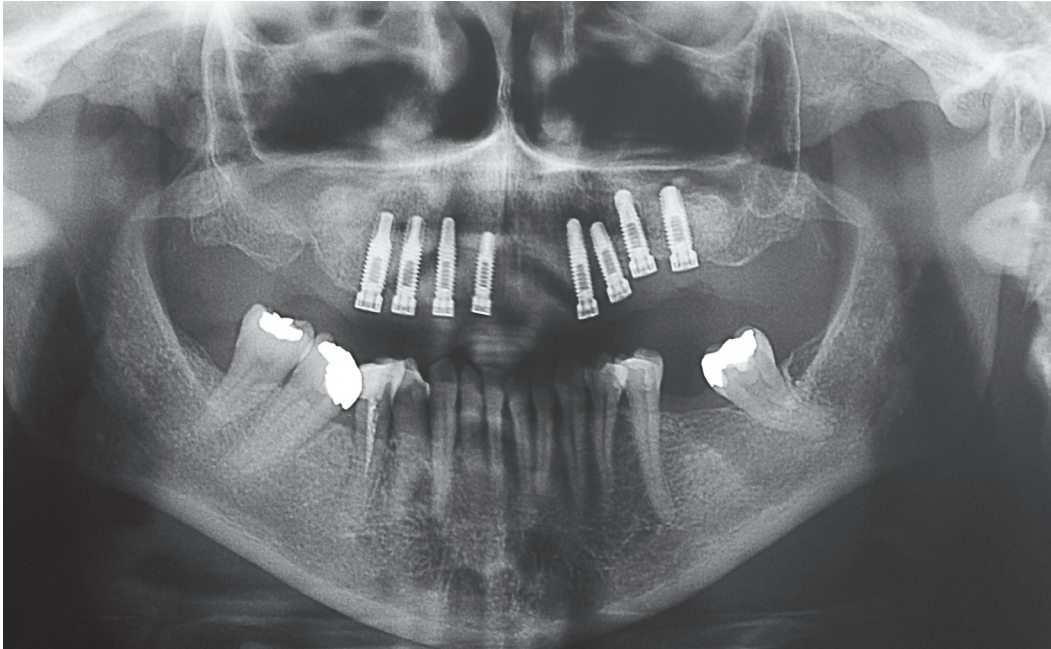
Radiografia panorâmica após a cirurgia de instalação dos implantes (Caso 2).
